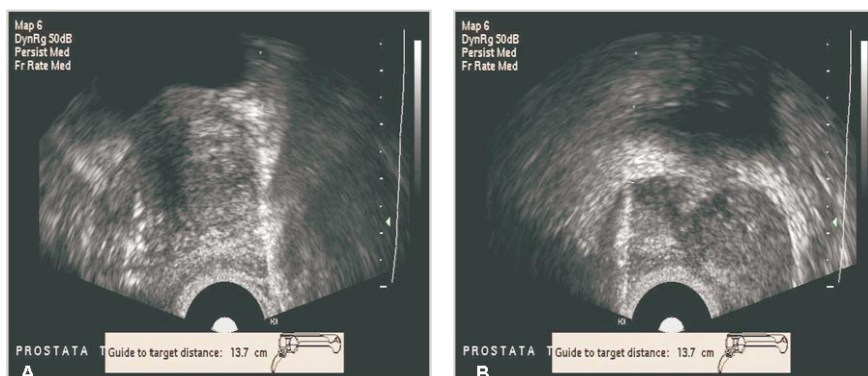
A e B: Imagens de biópsias prostática guiadas pela ultra-sonografia trans-retal.
